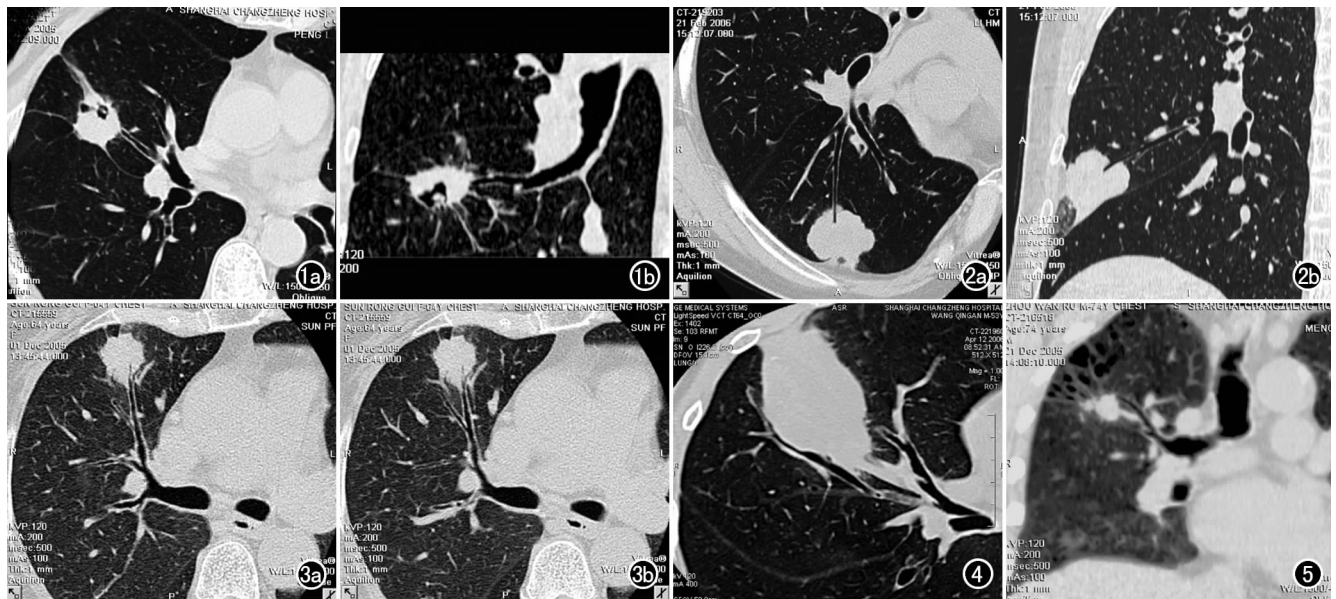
右肺中叶周围型腺癌。CT 示右肺中叶小结节影,支气管在病灶边缘截断,断端平直,局部管壁无明显增厚。a) 横断面; b) 矢状面。图 2 右肺中叶周围型腺癌。CT 示右肺中叶外侧段分叶状小结节,支气管进入病灶内呈锥状狭窄、截断(I 型)。a) 斜冠状面图像; b) 矢状面图像。图 3 右肺中叶周围型腺癌。CT 示右肺中叶内侧段支气管走行尚自然呈树枝状逐渐变细(IV 型)。a) 横断面; b) 稍下层面。图 4 右肺中叶炎性肉芽肿。CT 示支气管在病灶边缘走行,管腔受压变窄,内壁光整。图 5 右肺上叶周围型鳞癌。冠状面重组图像示支气管受牵拉移向病灶并在其边缘处截断。
